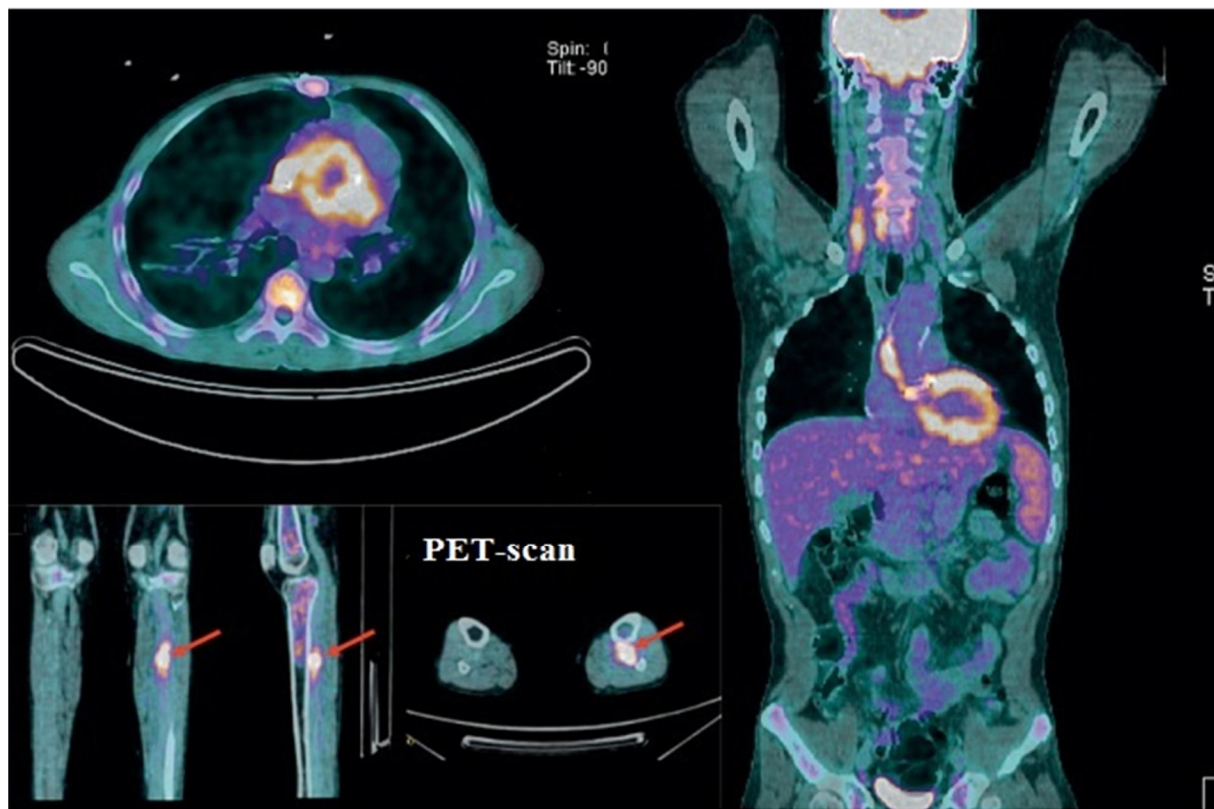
PET-Scan montrant une hyperfixation pathologique d'une prothèse de Bentall et découverte fortuite d'un foyer d'absorption intense le long de l'artère tibiale postérieure de la jambe gauche, correspondant à un anévrisme mycotique [54]
